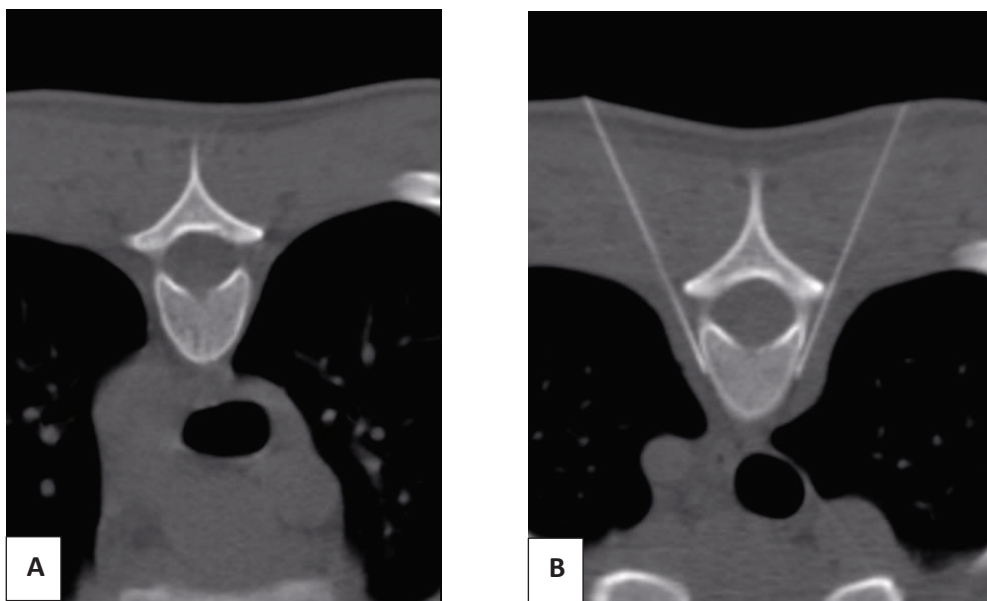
Imágenes de TC en el tercer nivel torácico. A) Previo a la introducción de las agujas. B) Tras la introducción de las agujas e inyección de suero fisiológico. Se identifican las puntas de las agujas posicionadas en la localización de la cadena simpática torácica. Cuando bajo confirmación de fluoro-TC la aguja alcanzaba el punto anatómico deseado (espacio paravertebral), se introducían los electrodos de RF a través de las agujas.
